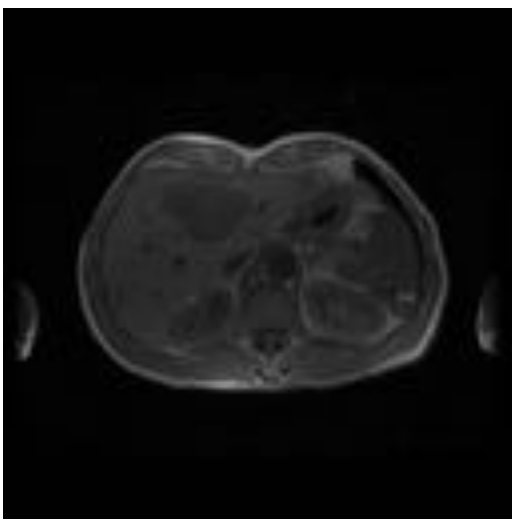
Imagen axial de secuencia potenciada en T1 de RM hepática en la que se observan dos lesiones, destacando una de mayor tamaño, de contornos definidos y polilobulados, ligeramente hipodensas
